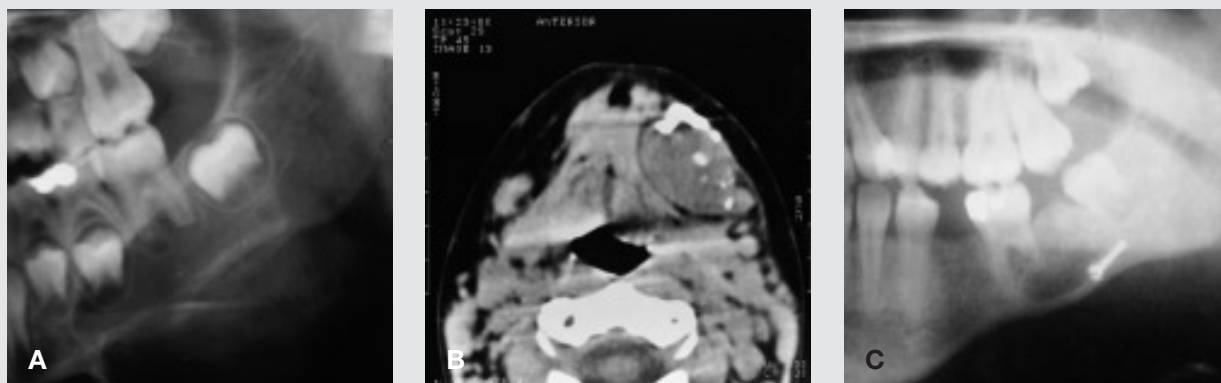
Røntgenbilleder og CT-skanning. A: Præoperativt panoramaradiogram visende et radiolucent område i venstre corpus mandibulae. Bemærk ekspansionen fortil ved basis. Der ses tegn på rodresorption af ± 6 . B: Præoperativt CT-scan med horisontalt snit i submandibulært niveau. Tumor fremtræder velafgrænset med stedvise forkalkninger. Anterior for tumor ses ekspansion lingvalt af basis mandibulae. C: Panoramaradiogram otte år efter operationen. Der ses normal knogletegning uden tegn på recidiv af tumor. Der ses en konkavitet i basis mandibulae.
